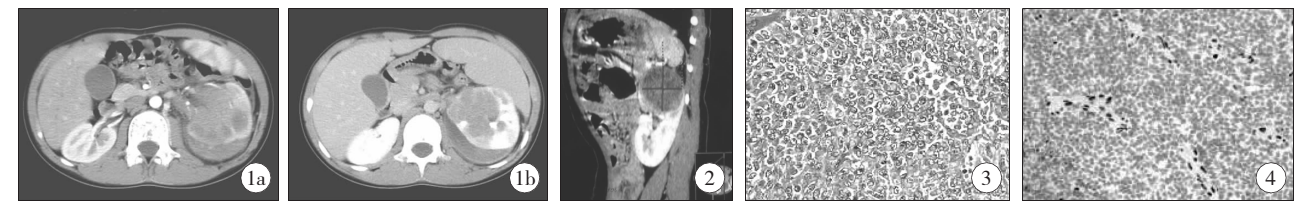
增强 CT 显示肿瘤包膜下积液; 图 2 左肾脏肿瘤位于肾上极; 图 3 肿瘤细胞 HE 染色显示胞质丰富,可见嗜酸性包涵体; 图 4 免疫组化 INI-1 阴性
